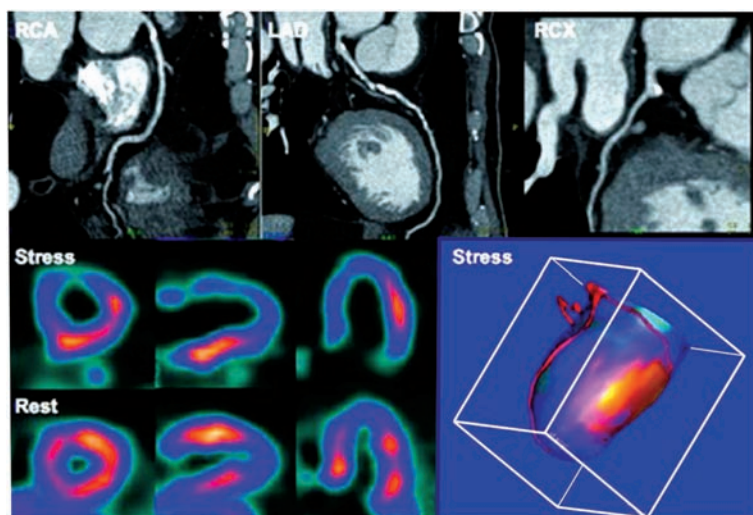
Оценка ИБС с помощью ПЭТ/КТ. По данным КТ — небольшой, но плотный участок кальциноза в проксимальном сегменте ПКА, протяженный кальциноз ПНА. По данным ПЭТ — крупный обратимый дефект перфузии в бассейне ПНА, в то время как бассейн ПКА адекватно справляется с нагрузкой. Этот пример наглядно указывает на целесообразность использования ПЭТ/КТ для выбора объема реваскуляризации при многососудистом поражении
